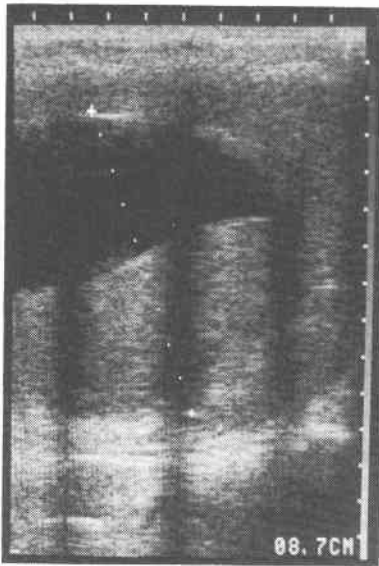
腹部超音波検査。左肋間走査にて脾腫および脾上極に径9cm大の低エコーレベルを認める。鏡面像を呈している。
